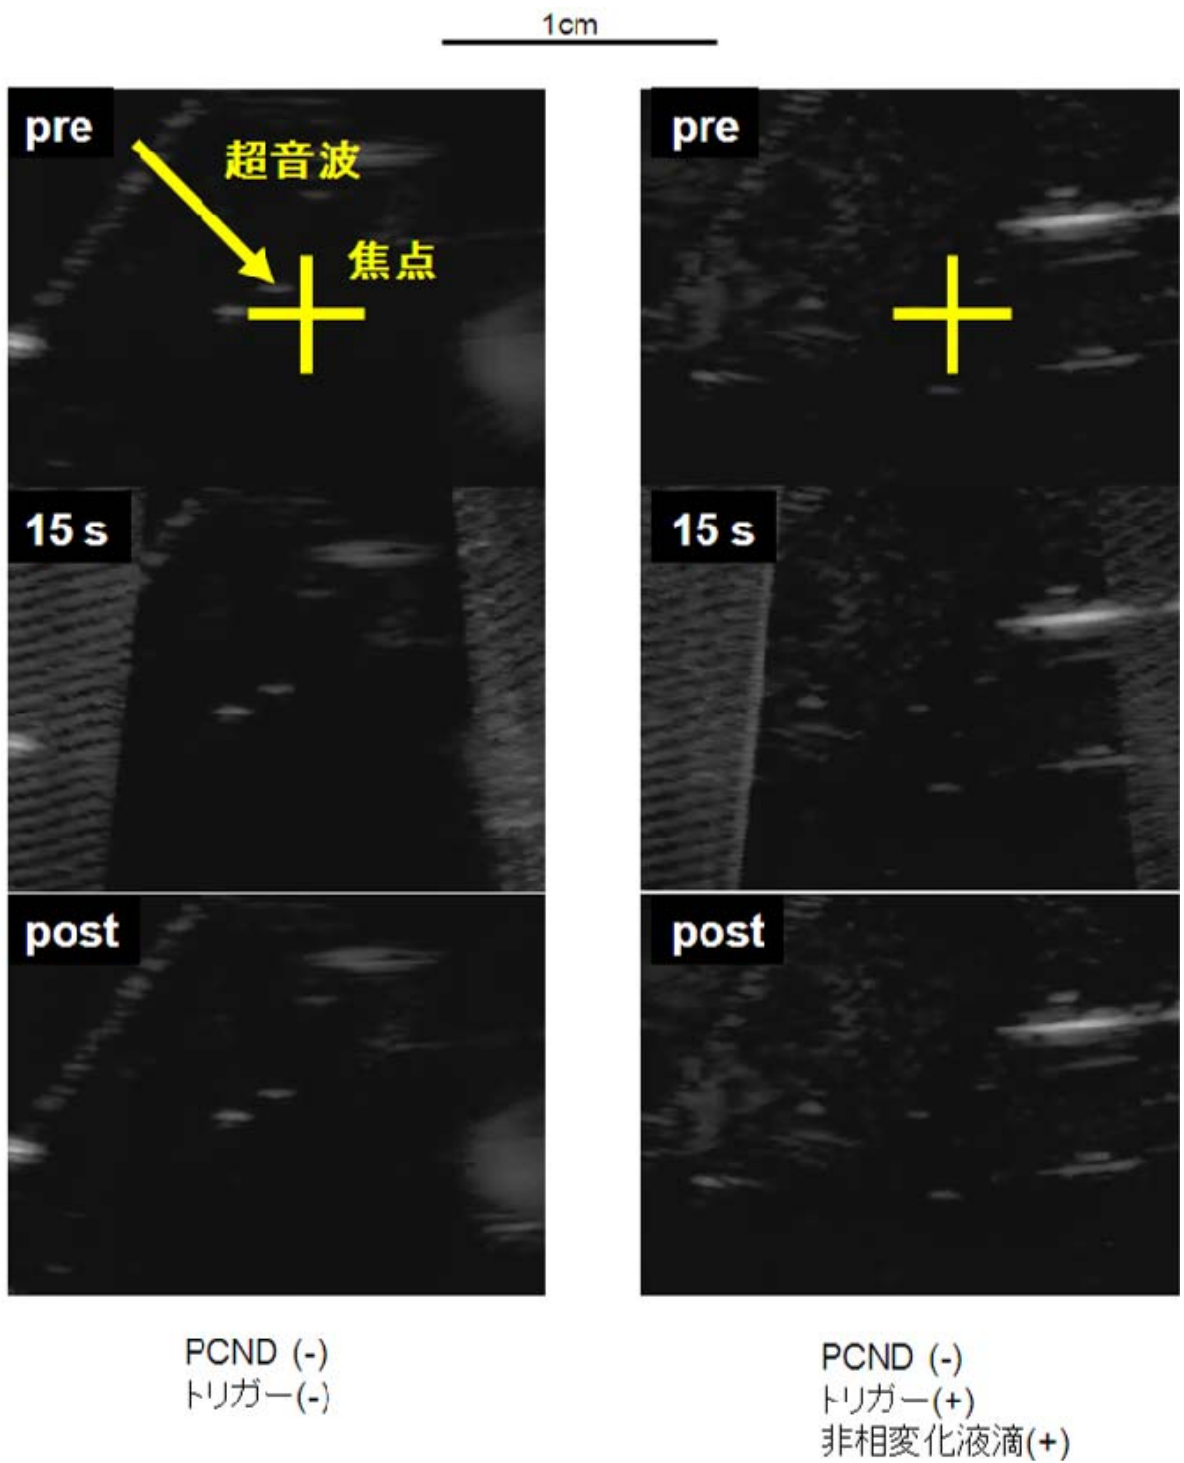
2-1-12 超音波照射時の画像上の変化(2)
